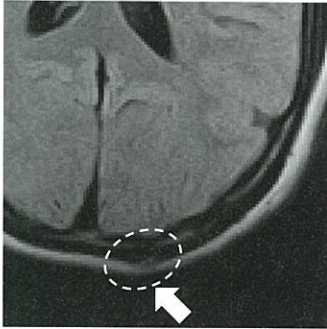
前医初診時の頭部単純MRI (FLAIR)
